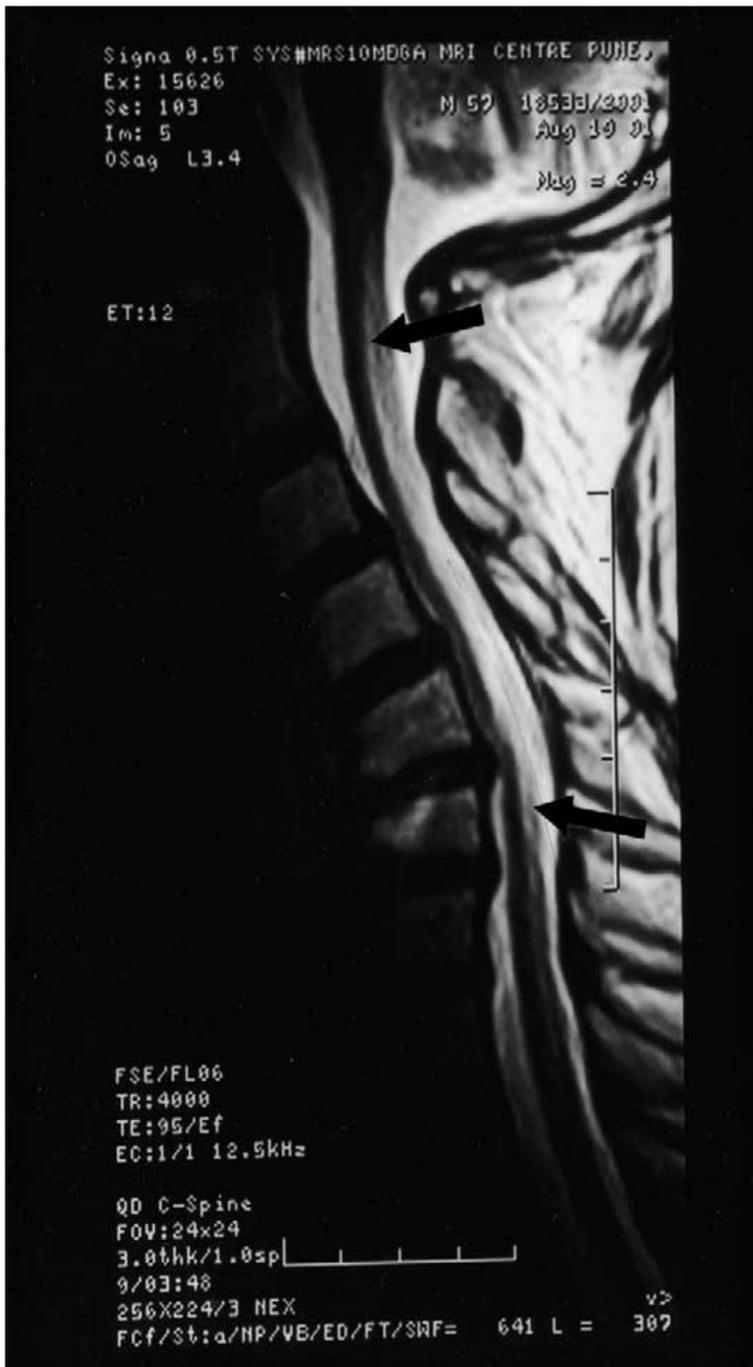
IRM en coupe sagittale, mis en évidence une bande en hypersignal au niveau de la portion dorsale de la moelle épinière de C1 à C7 *85'+.
